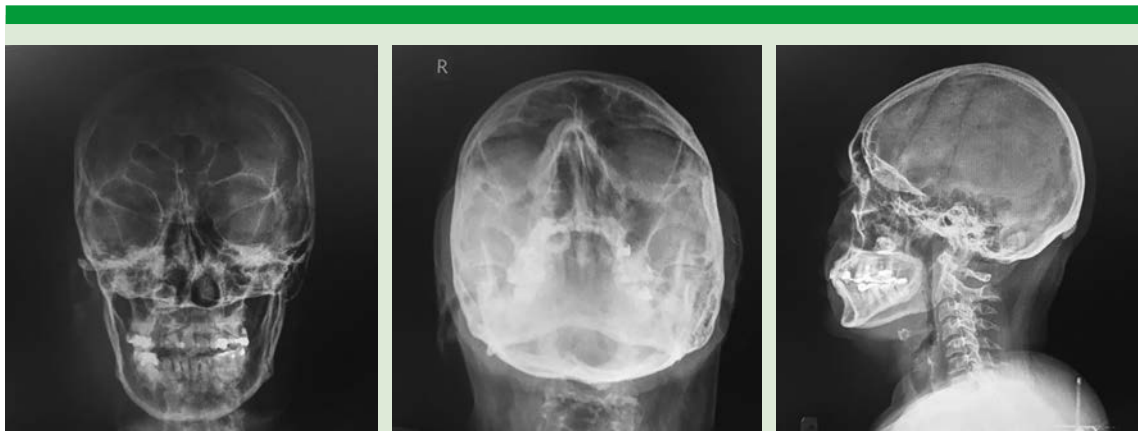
Radiografías simples de senos paranasales en las que se observa imagen redondeada en el piso de la fosa nasal derecha, de borde radioopaco y centro radiolúcido y opacidad del seno maxilar derecho.
